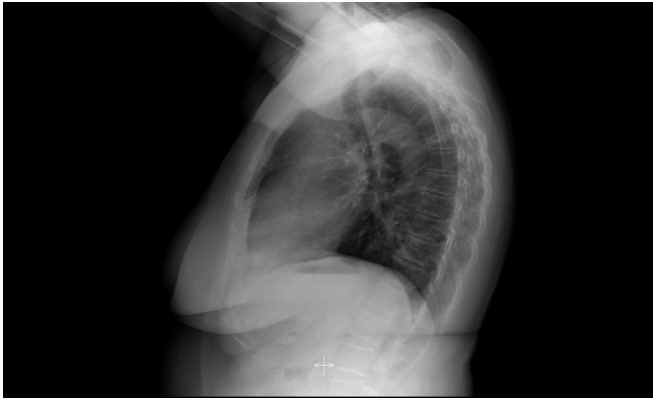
Rx (radiografía) lateral de tórax en la que se aprecia aplastamiento vertebral D6 .
